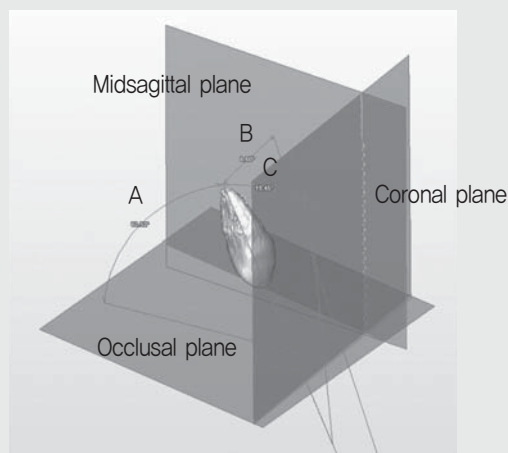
Angular measurements at reconstructed image from CT scanning. A, Angulation of impacted canine to occlusal plane( $^{\circ}$ ). B, Angulation of impacted canine to midsagittal plane( $^{\circ}$ ). C, Angulation of impacted canine to coronal plane( $^{\circ}$ ).
